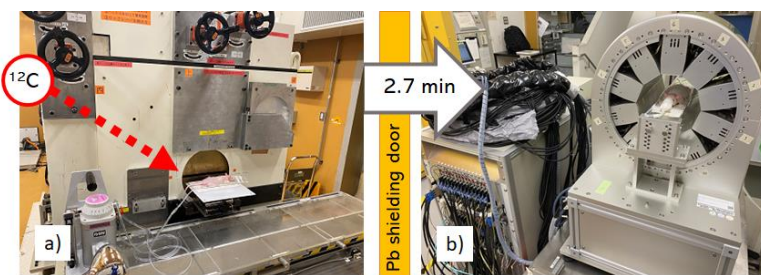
a) ^{12}C Irradiation to the tumour. b) Range-verification PET by TBS-PET
